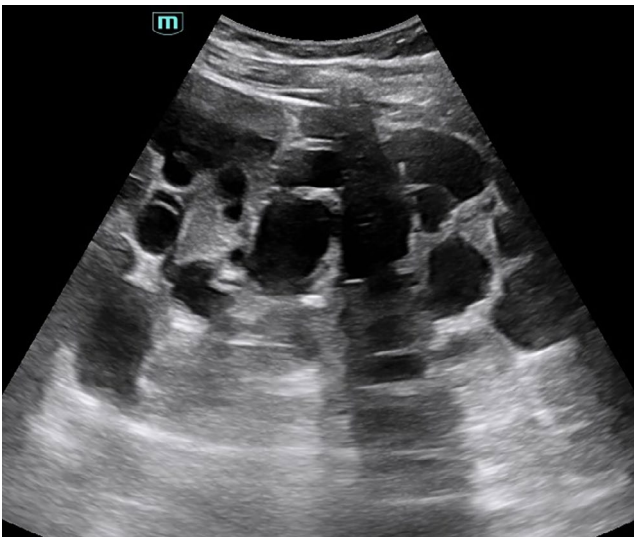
Corte longitudinal de riñón izquierdo. Ecografía abdominal con sonda convex. Imágenes compatibles con múltiples quistes renales.
